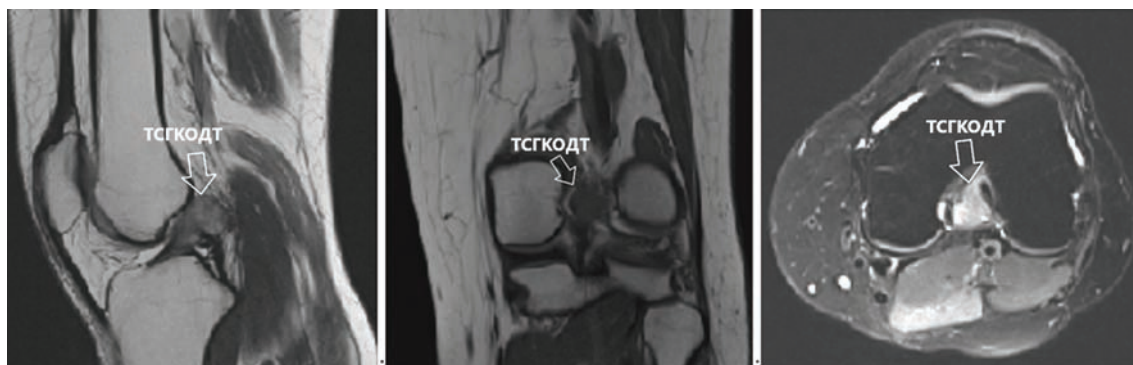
МРТ-исследование левого коленного сустава до операции, образование размером 3,3×2,2 см (а – режим T2 в сагиттальной проекции, б – режим T2 в коронарной проекции, в – режим T2 fs в аксиальной проекции).
